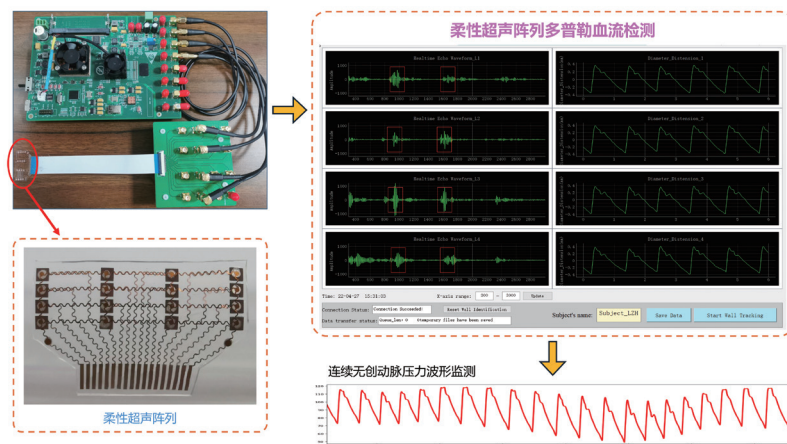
柔性超声阵列用于连续无创动脉压力波形监测的系统与信号示例
